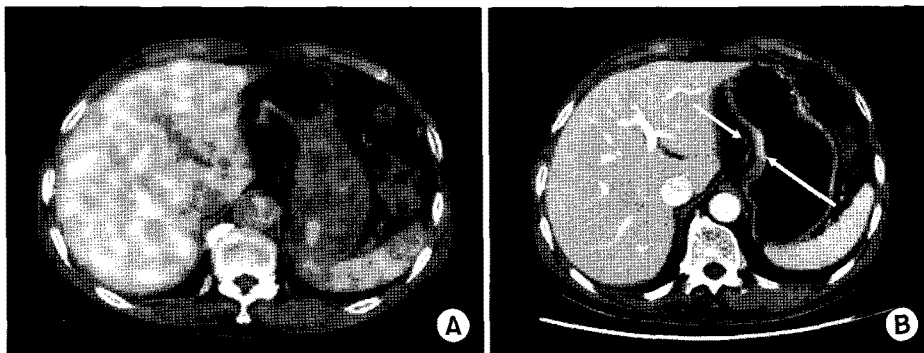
A 69-years-old man with gastric cancer with regional lymph node metastasis. (A) Fluorodeoxyglucose (FDG)-PET/CT fused image. There are no definite evidence of abnormal focal FDG uptakes in the stomach. (B) Computed tomography (CT) trans-axial image. Showing the metastatic lymphadenopathy of left gastric area.
